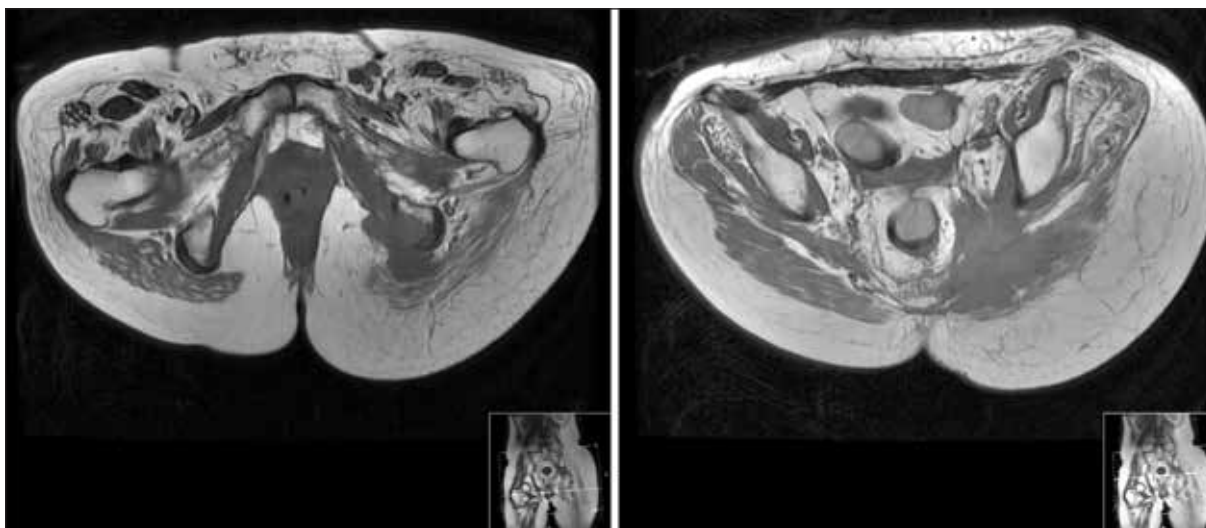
RM realizada em maio de 2013.
